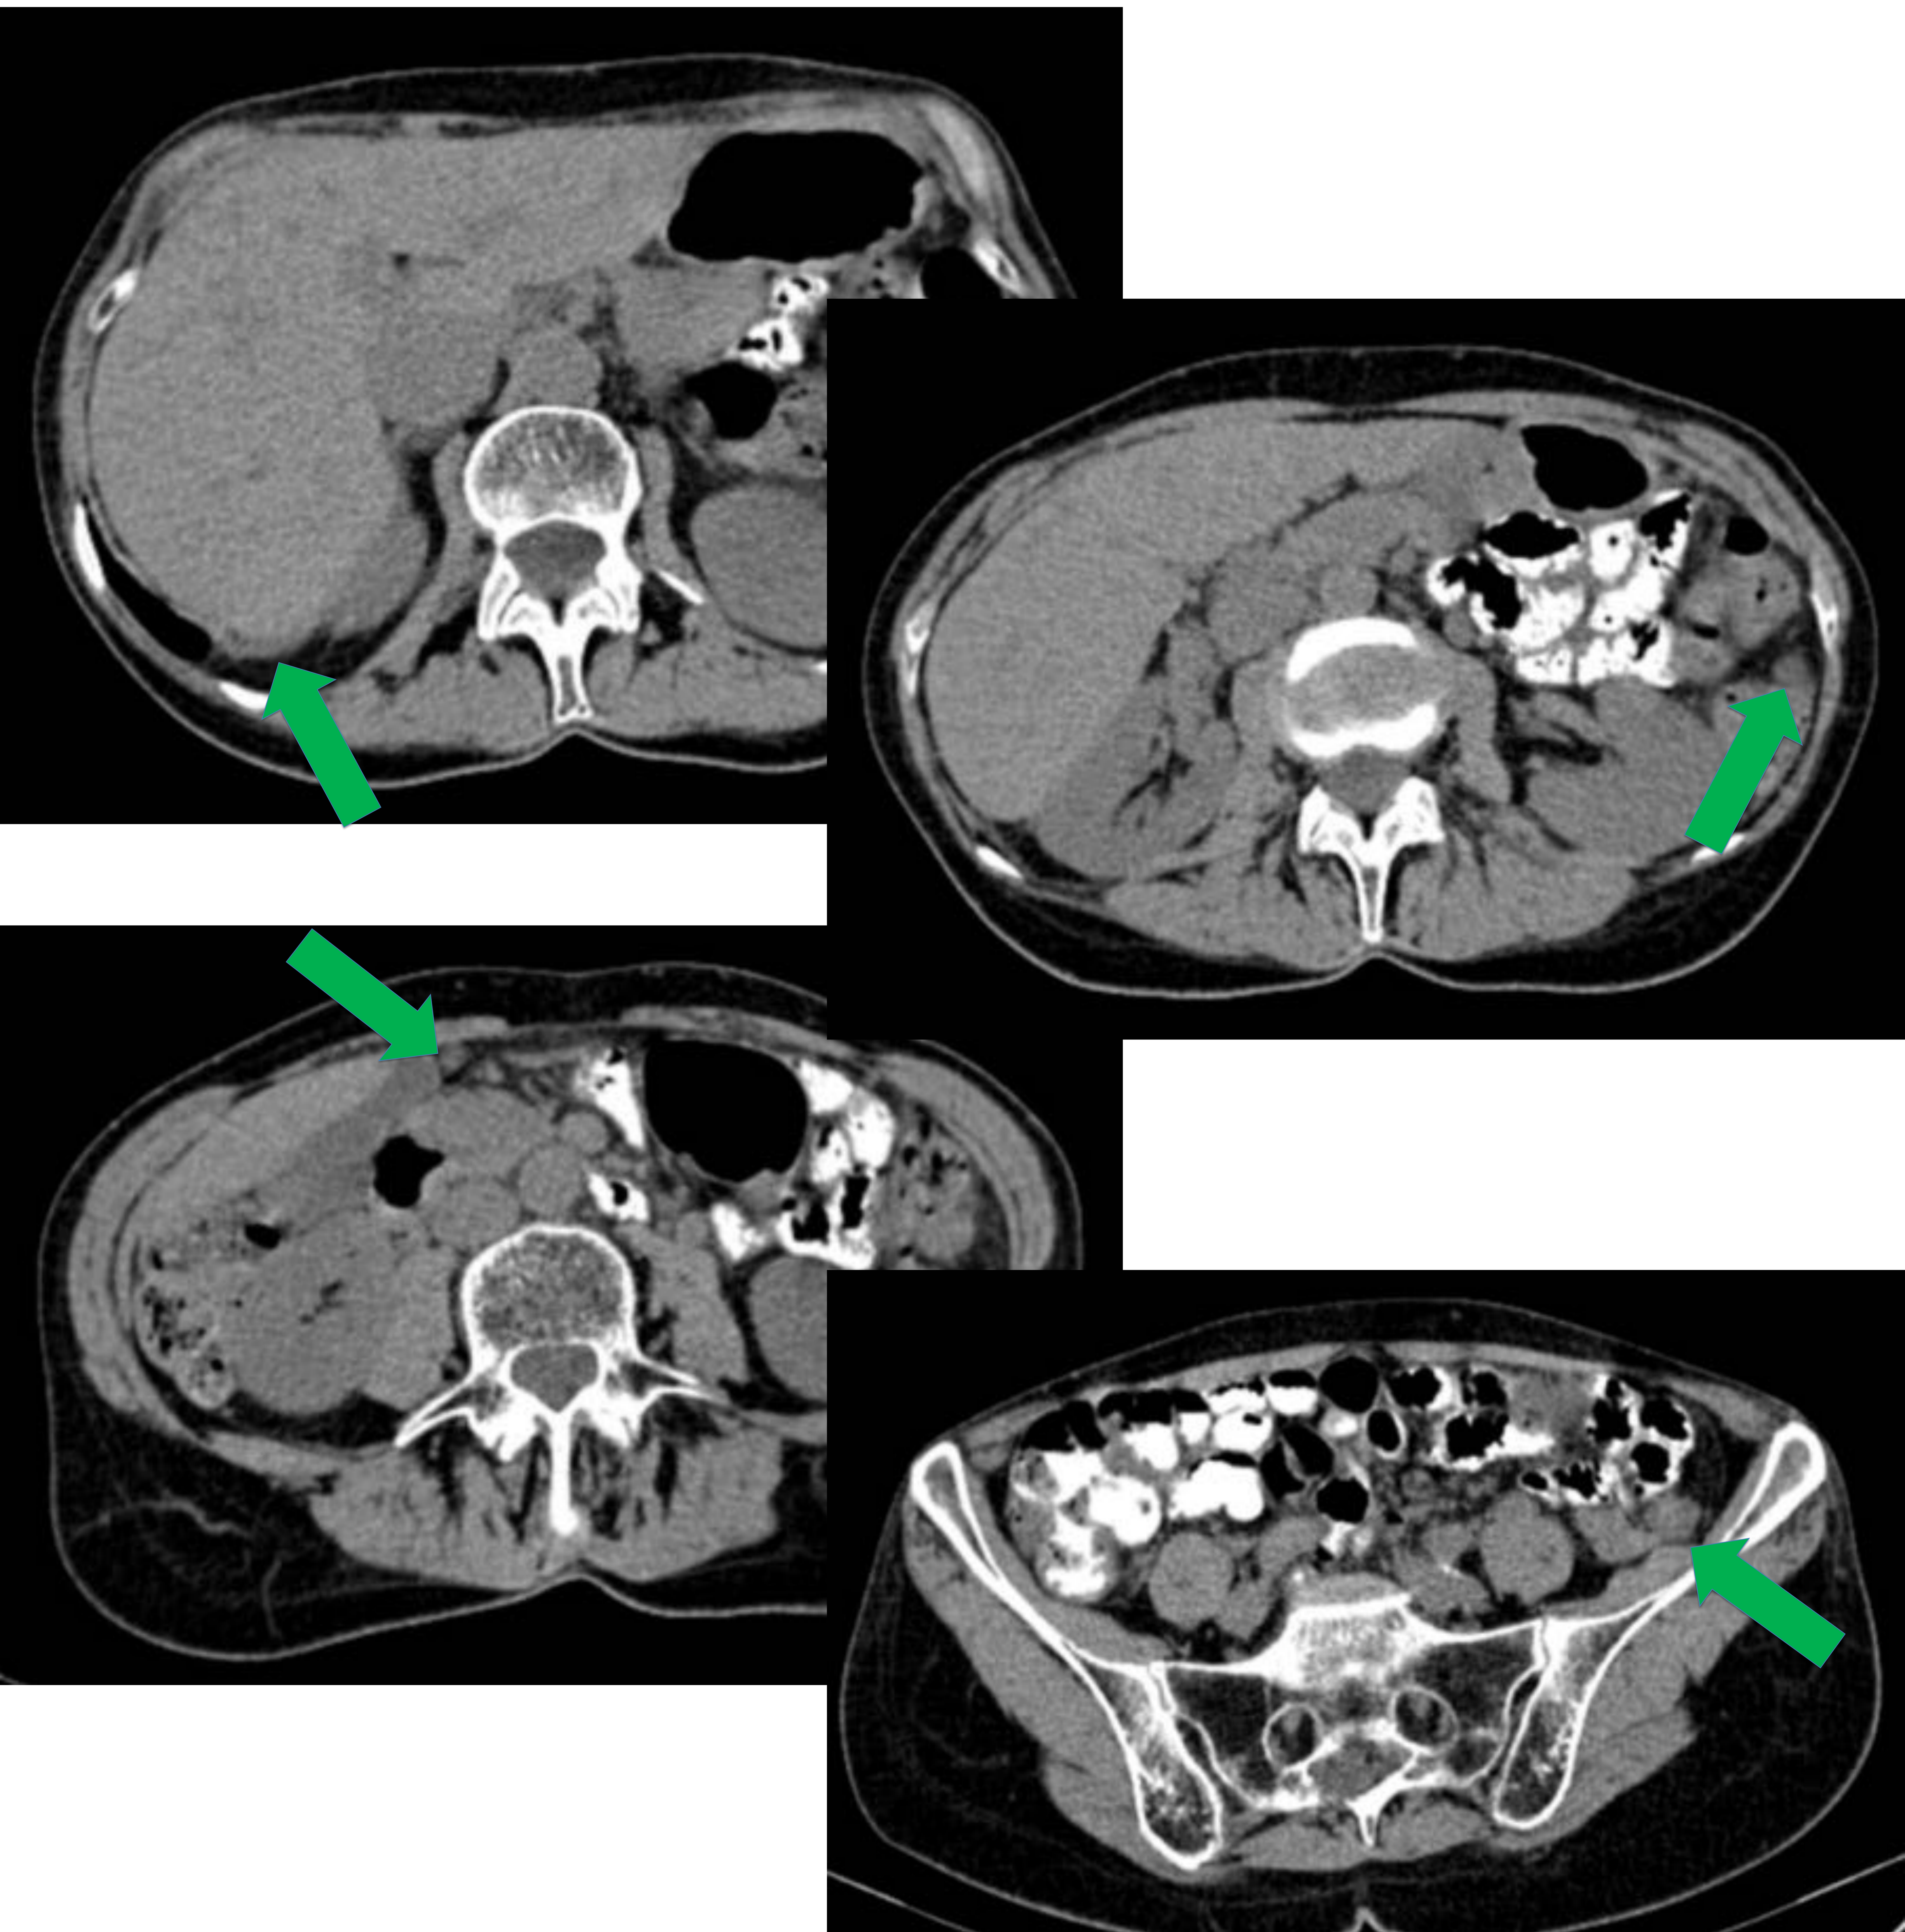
Misma paciente que figuras 9 y 10. En el TC abdominal también se aprecian varios implantes peritoneales (flechas verdes), de densidad similar al mucocele apendicular y a la colección pélvica.
